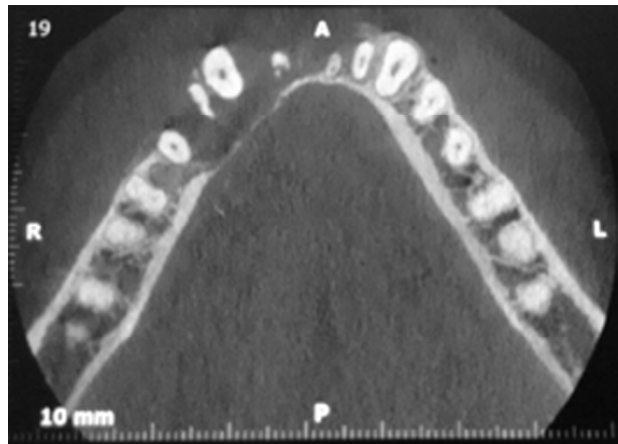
Tomografia Computadorizada (Reformatação axial)
